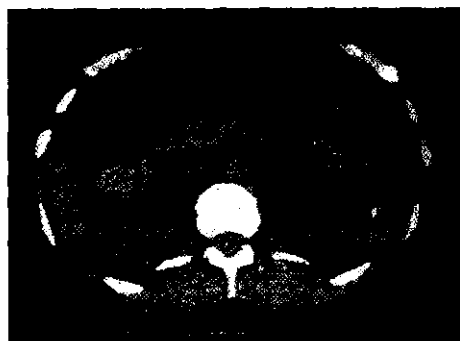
Компьютерная томография поджелудочной железы: киста выглядит как гомогенное образование.
